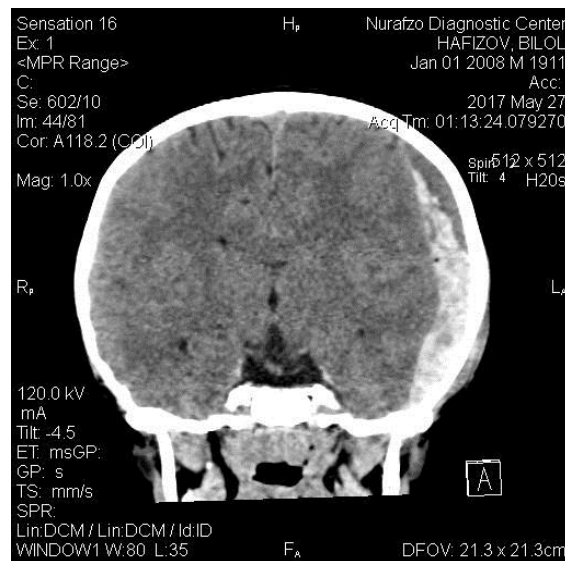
НСГ и КТ головного мозга. Определена субдуральная гематома. Смещение срединных структур
